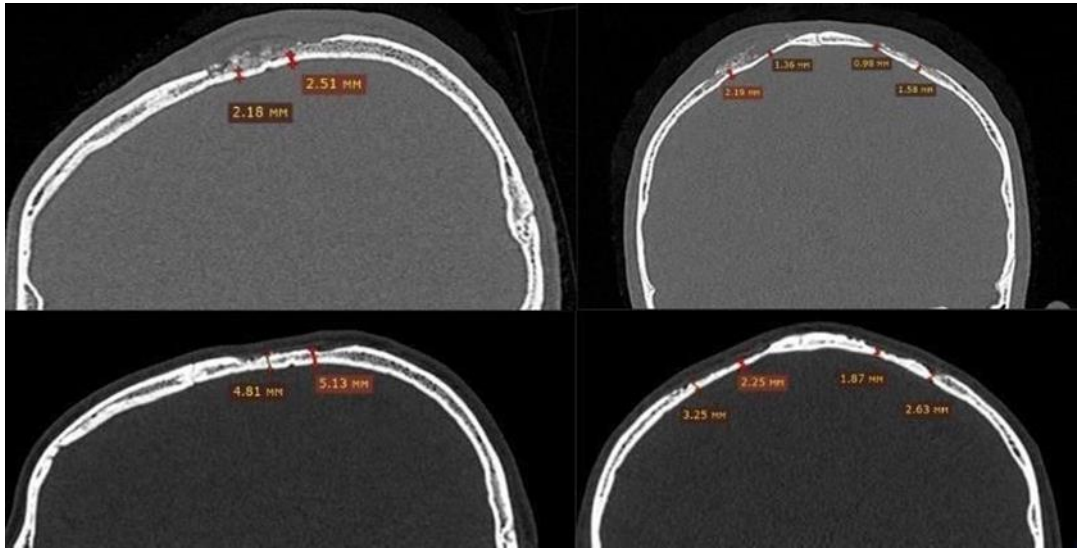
Срезы МСКТ донорской зоны: А – 1-е сутки, Б – через 12 месяцев.
